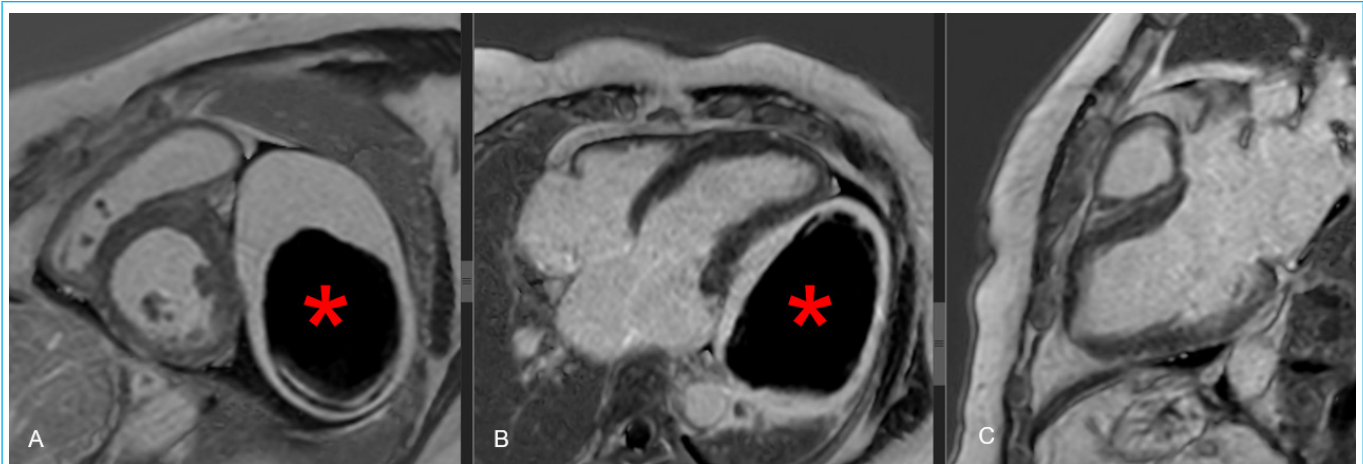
Resonancia magnética contrastada, secuencias de realce tardío en eje corto (A), 4 cámaras (B) y eje largo 3 cámaras (C). No hay áreas de fibrosis que indiquen enfermedad infiltrativa o infartos previos. No hay realce del pericardio. Se descartó enfermedad restrictiva. Trombo central(*) sin realce con el contraste.
